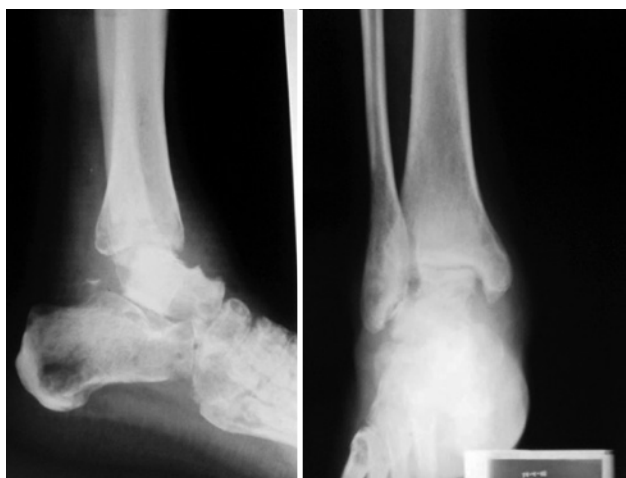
Caso 4. Radiografías que muestran imágenes compatibles con osteonecrosis astragalina
